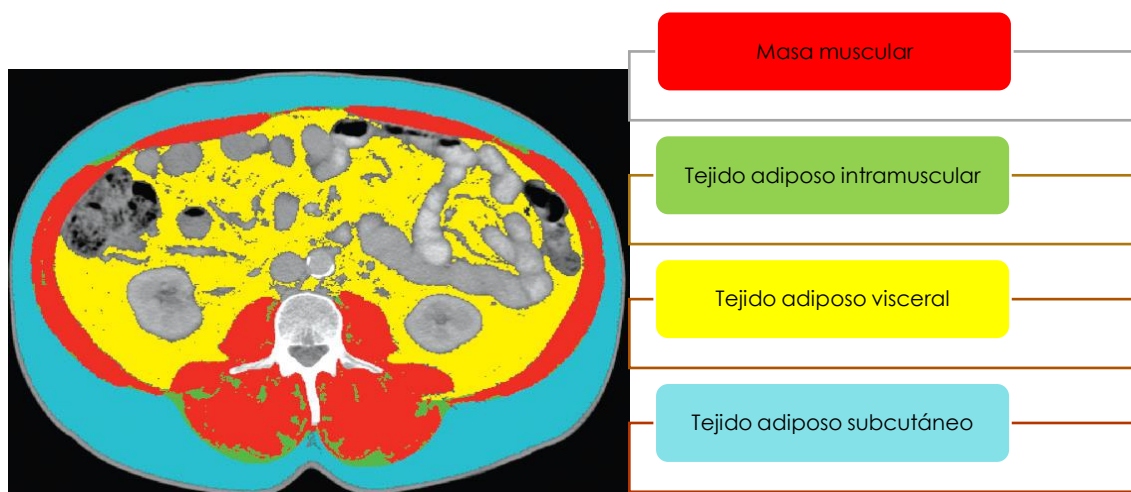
Ejemplo de composición corporal mediante TC a nivel de L3: determinación de la MM y diferentes tipos de tejido adiposo. Figura propia adoptada de Prado CM et al. La figura demuestra la determinación de la MM (color rojo), TAV (color amarillo), TAS (color azul) y TAIM (color verde).
